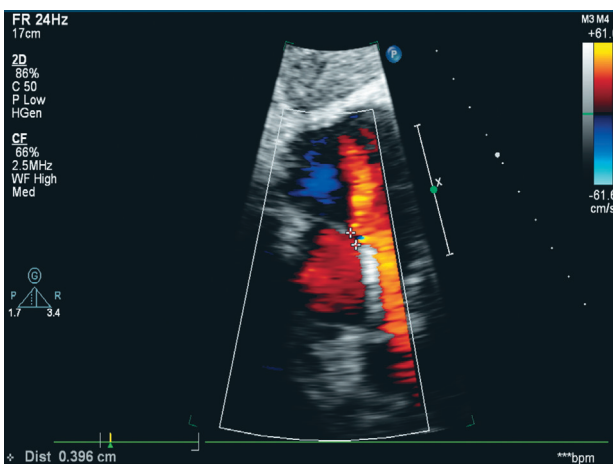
Транспищеводная эхокардиограмма (крестиком указан сброс крови из правого предсердия в левое на фоне глубокого вдоха)
